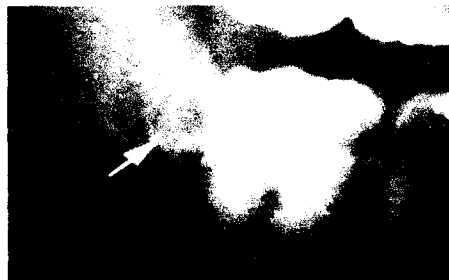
radiographies d'un kyste paradentaire
